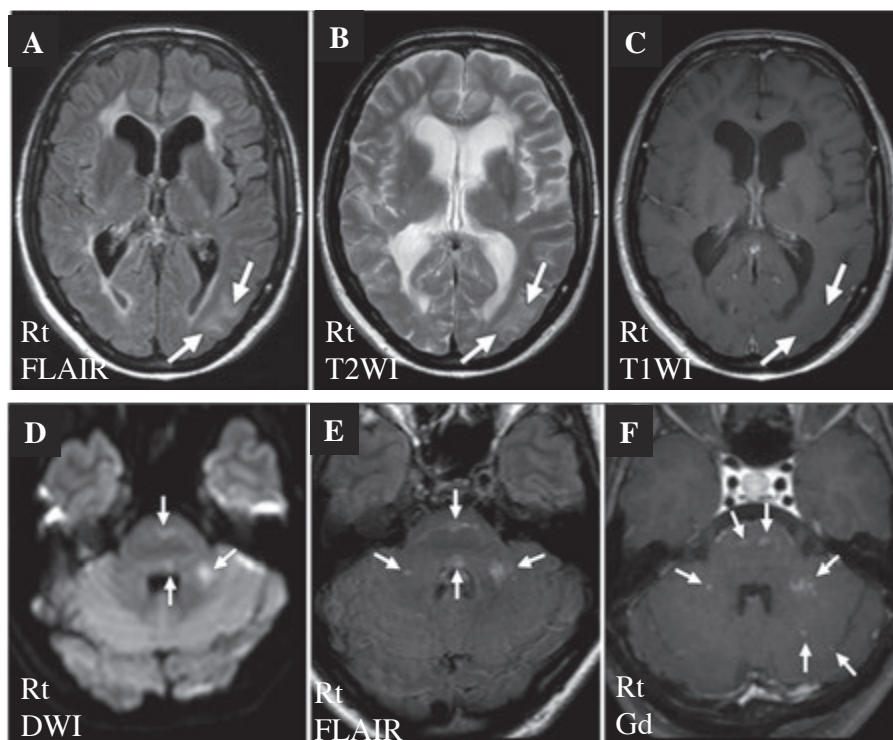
無症候性ナタリズマブ関連PMLの頭部MRI^{19, 20)}
